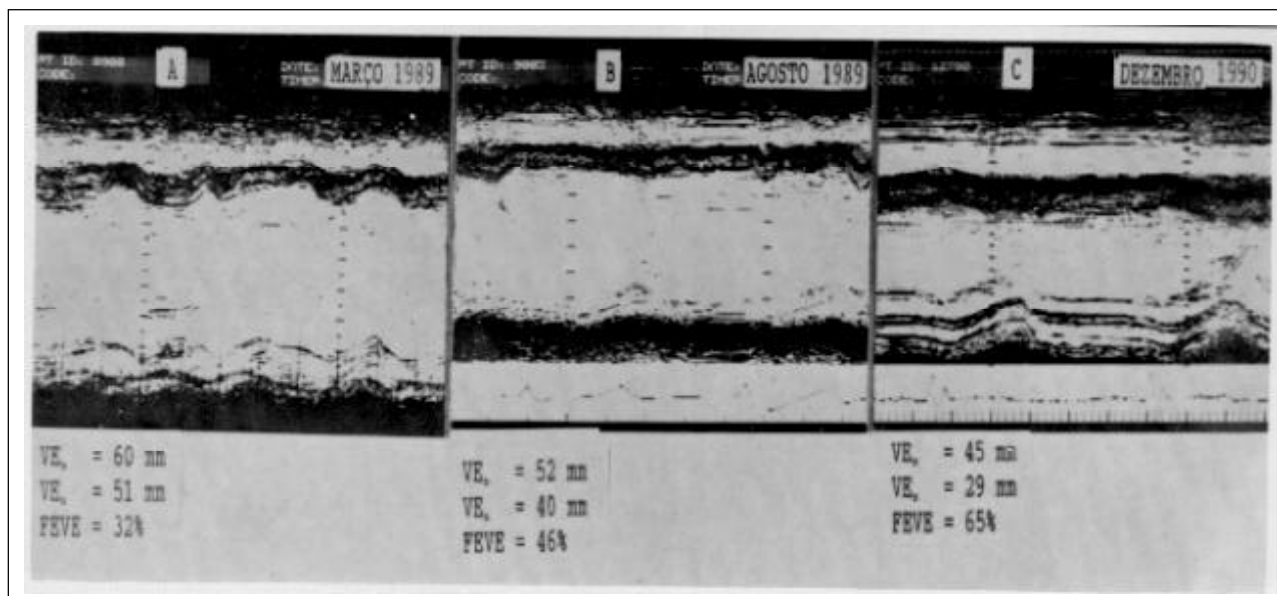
Série de ecocardiogramas modo-M mostrando progressiva redução do tamanho da cavidade ventricular esquerda entre março de 1989 a dezembro de 1990.
